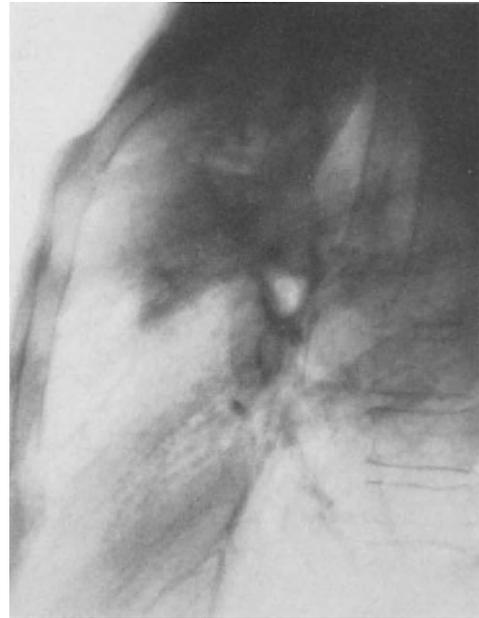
u. b. a *Röntgenübersicht*. Krebsverschluß der Abgangsstelle des apico-posterioren und anterioren Segmentbronchus des linken Oberlappens durch ein Bronchialcarcinom. Obstruktionsemphysem des linken Oberlappens. b *Bronchographie*. Füllungsdefekt der Segmentbronchien 1—2 und 3 des linken Oberlappens; gute Füllung der Segmentbronchien der Lingula und aller Bronchien des Unterlappens
